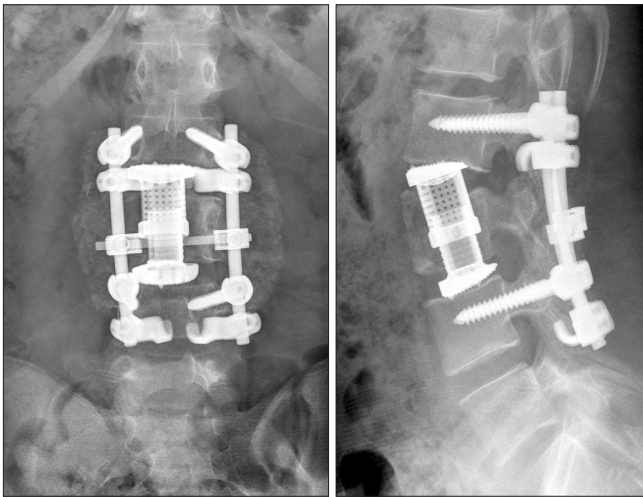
12 months after treatment, plain radiographs show L3 corpectomy, and placement of an expandable anterior cage and L2-L4 posterior fusion using pedicle screws.
